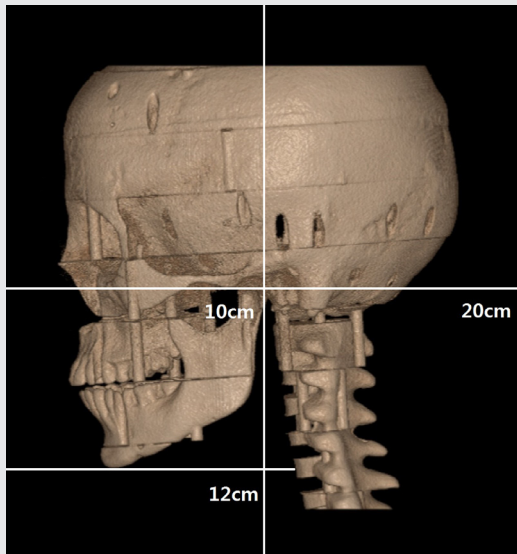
Lateral image of 3-dimensionally reconstructed CBCT (C mode) of the anthropomorphic phantom was used for the determination of Yref value of the rotation center. The width of this image is 20.0 cm and the length from the left margin to most mid-anterior point of the cervical vertebrae 12.0 cm. Thus, the length from center to most mid-anterior point of cervical vertebrae is 2.0 cm. Meanwhile, the Y-axis value of the most mid-anterior point of cervical vertebrae inferior to the mandible was approximately -1.0. So Yref value of the rotation center was determined to be -3 cm.
